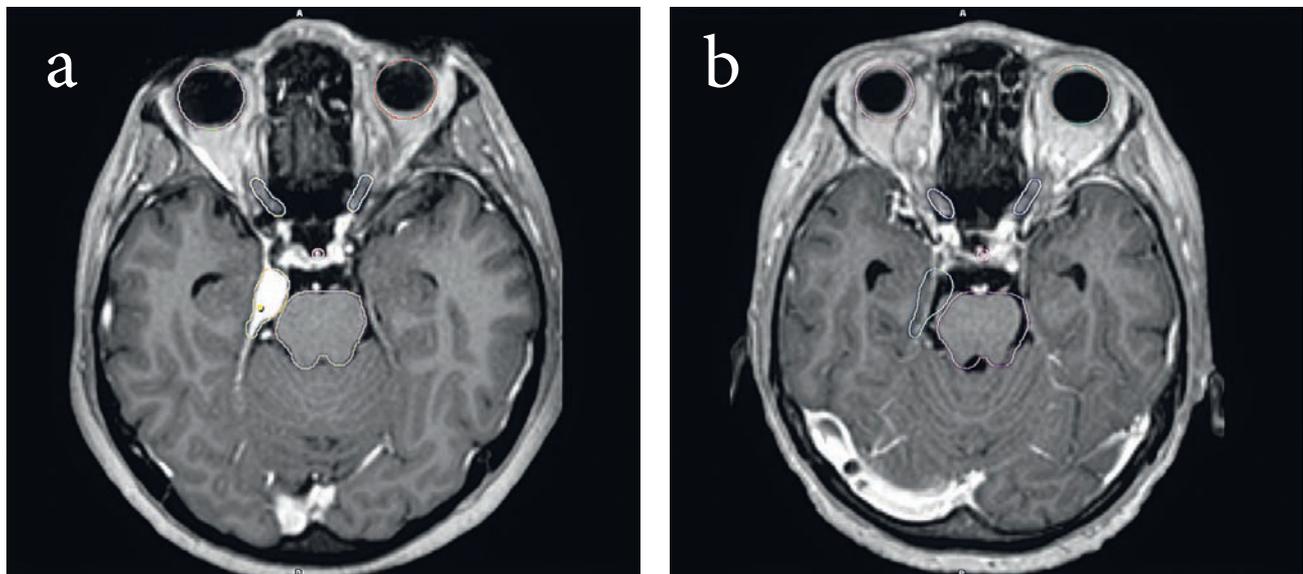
Пацієнтка С., 42 р. Менингіома петрокливальної локалізації справа. а – МРТ головного мозку після контрастування до СРХ; б – МРТ головного мозку через 6 місяців після СРХ. Позитивна динаміка процесу: суттєве зменшення пухлини в розмірах та значне покращення в неврологічному статусі (відсутність дефіциту V пари ЧМН справа).
